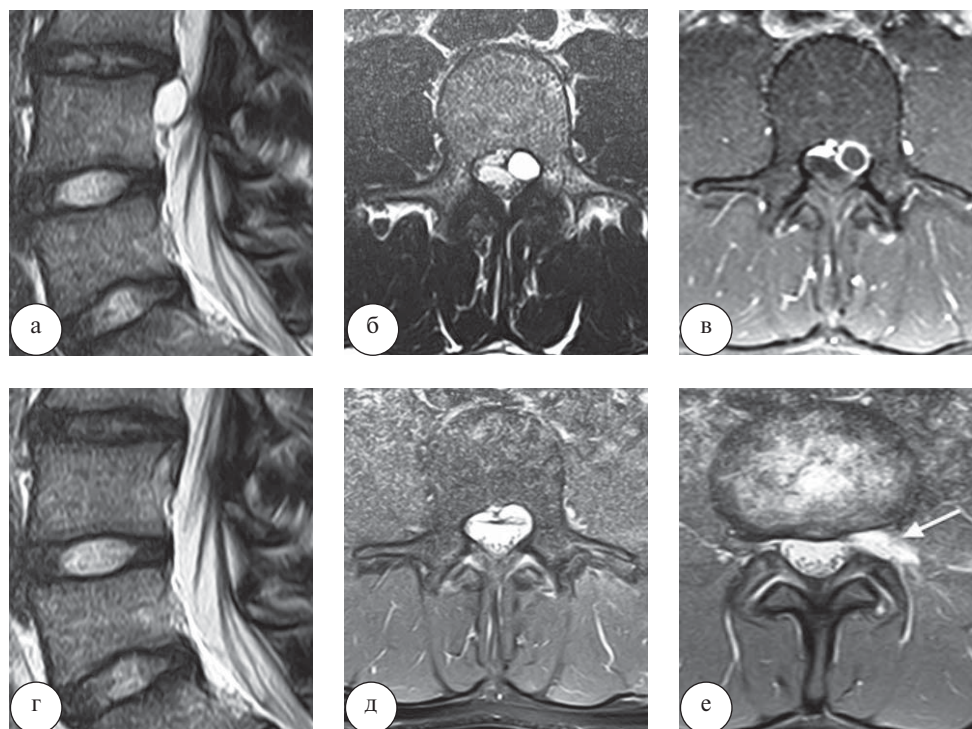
Перкутанное эндоскопическое трансфораминальное удаление кисты межпозвонкового диска LIII–LIV: а, б, в – дооперационные МРТ (а, б – сагиттальная и аксиальная МР-проекции (режимы Т2-ВИ), в – аксиальная проекция, Т1-ВИ с контрастом); г, д, е – МРТ через сутки после операции (в, г – сагиттальная и аксиальная МР-проекции (режимы Т2-ВИ), е – аксиальный срез (режим Т2-ВИ), стрелка – зона послеоперационных изменений в левом межпозвонковом отверстии)
